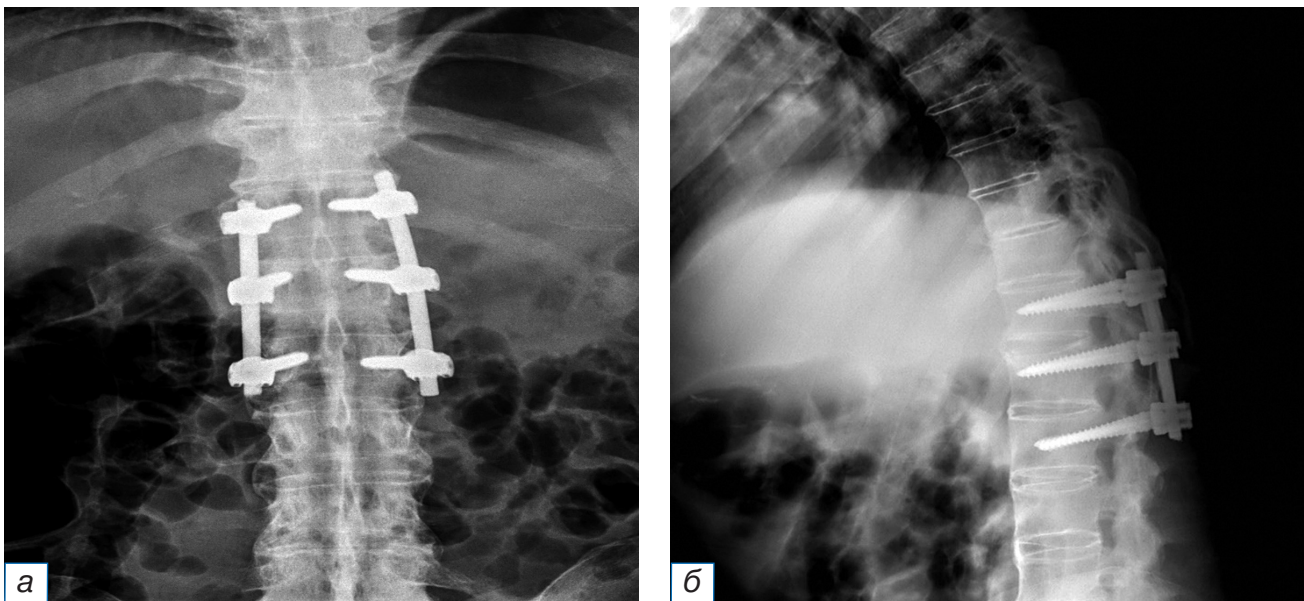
Рентгенография грудопоясничного отдела. Транспедикулярная фиксация в тела Th_{xii}, L_i, L_{ii} позвонков: а — прямая проекция; б — боковая проекция.
